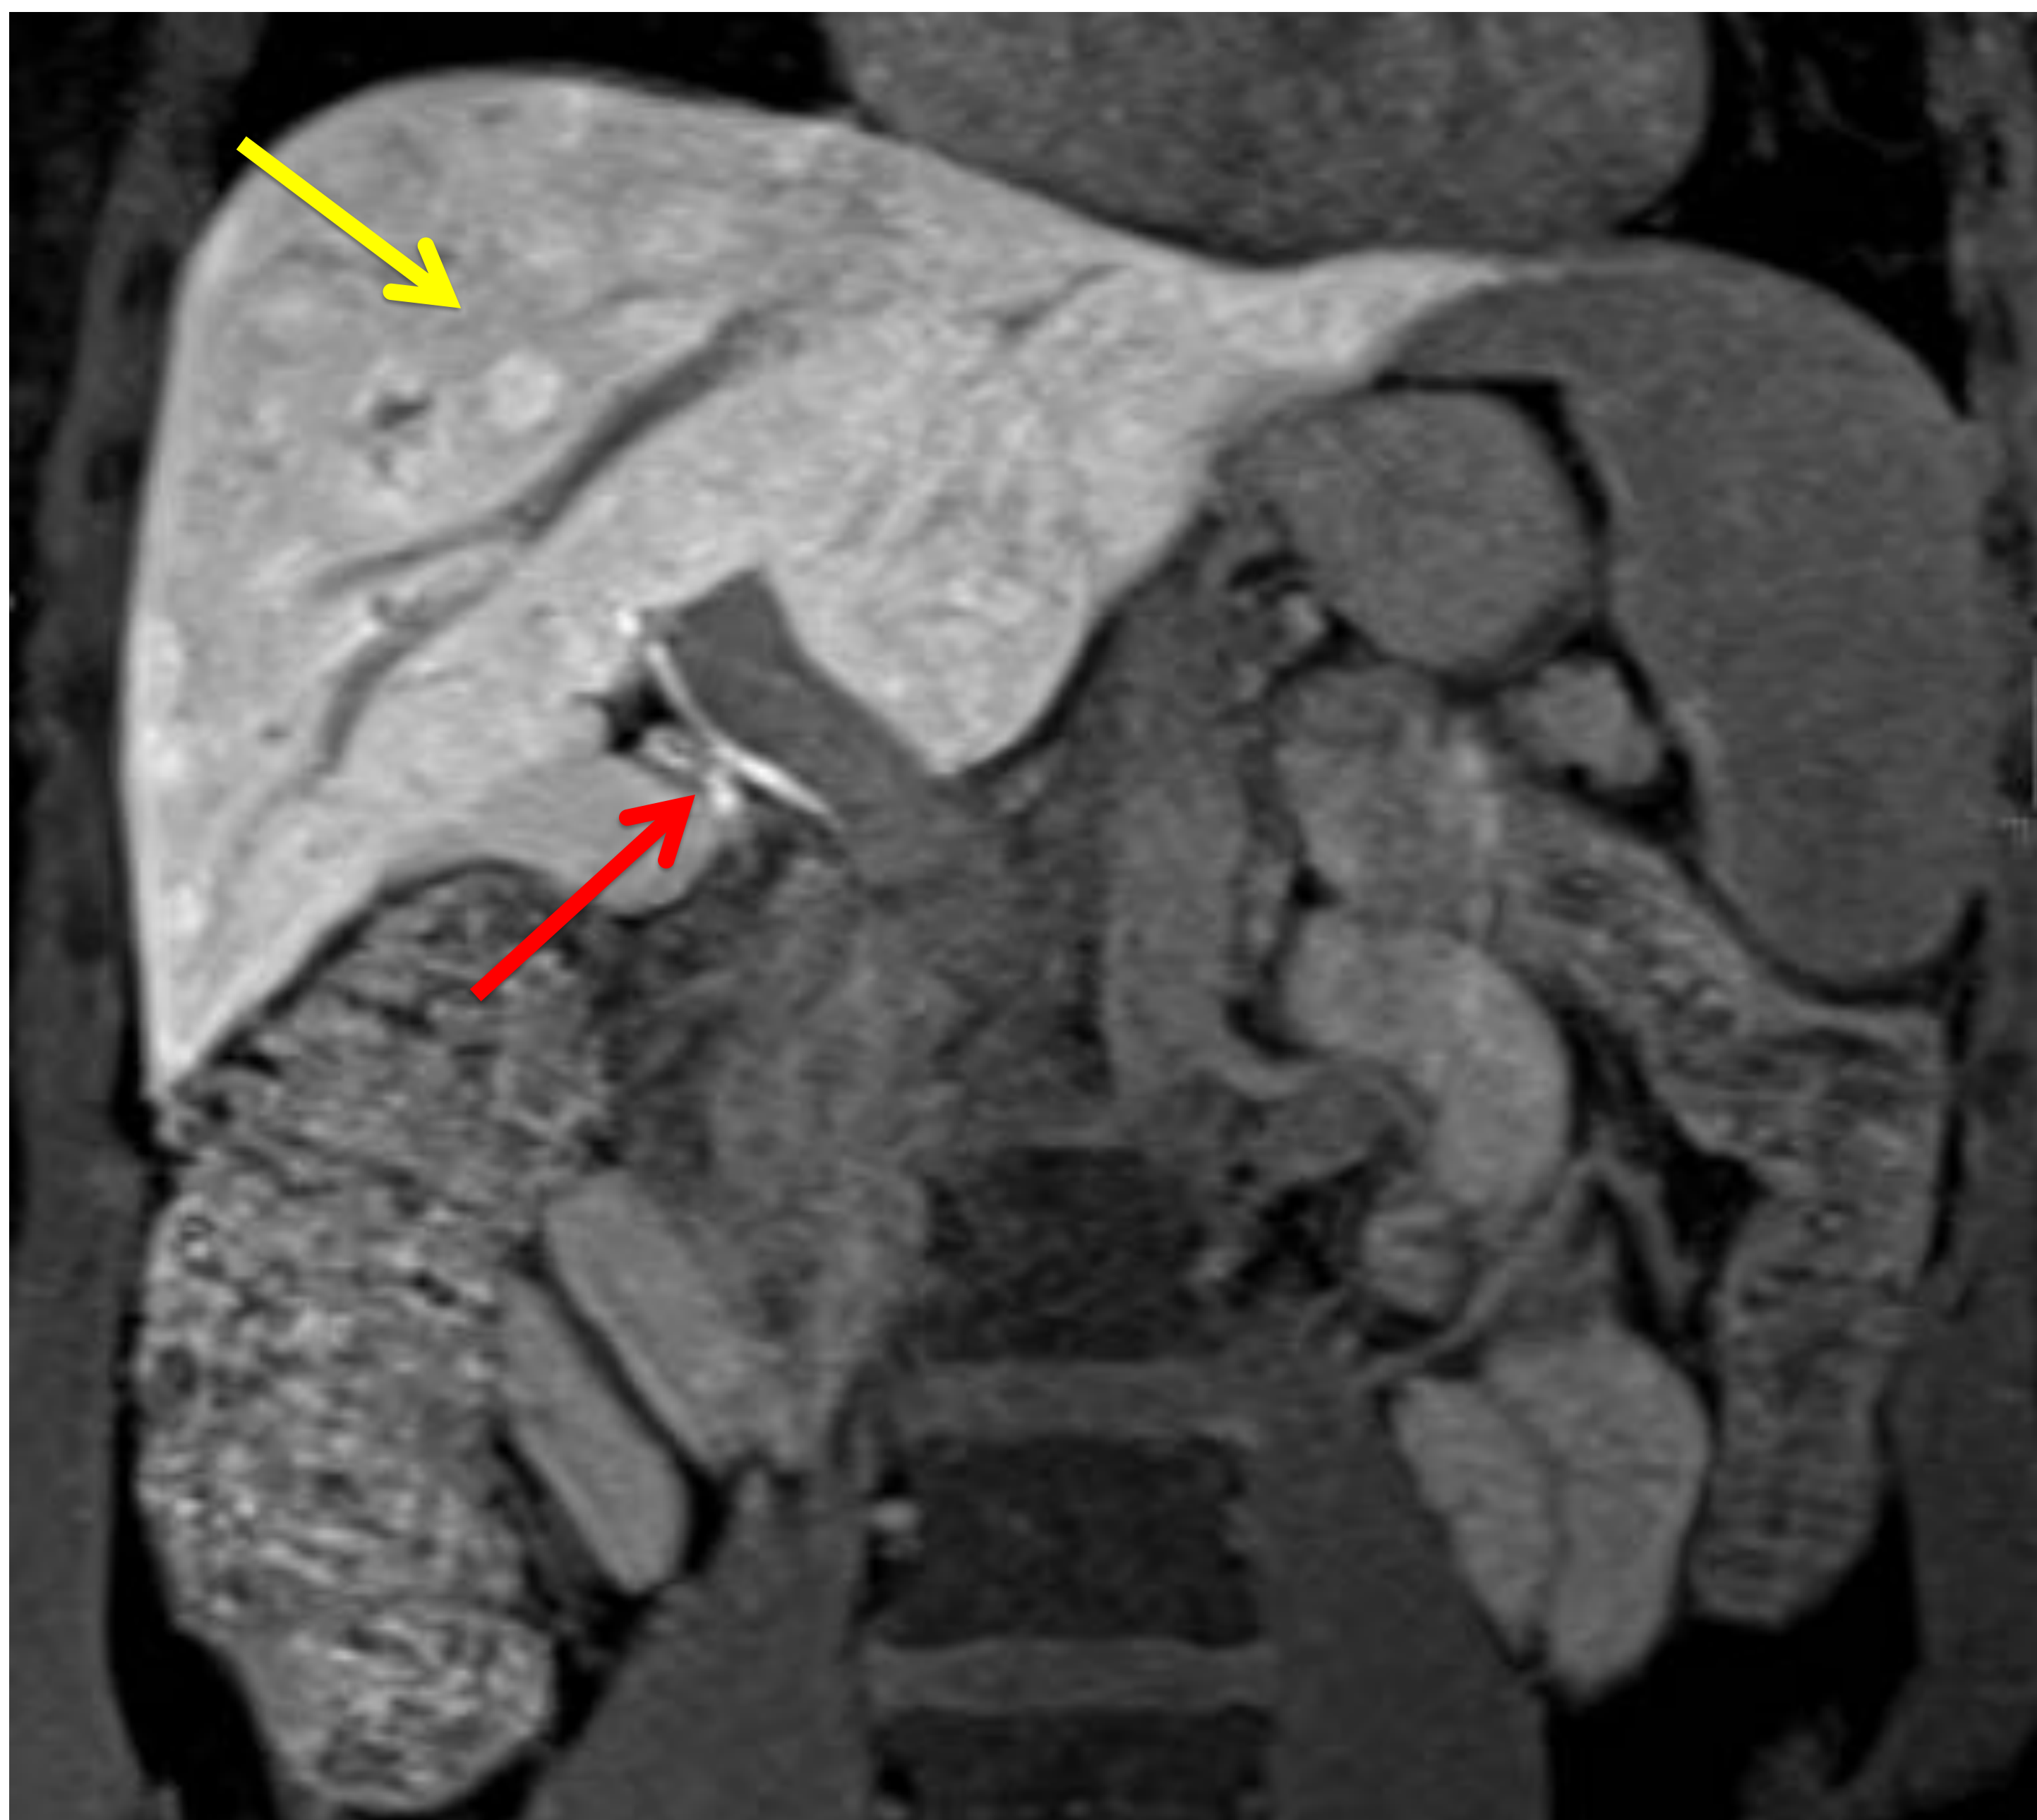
Imágenes de estudio dinámico de RM de hígado tras la administración de contraste basado en gadolinio hepatoespecífico (9mL de Primovist®). Secuencias en fase hepatobiliar (la vía biliar extrahepática se encuentra contrastada, flecha roja). Se observan múltiples lesiones focales hepáticas en ambos lóbulos con cicatriz central que muestran captación mayor que el parénquima hepático (flechas amarillas), lo que sugiere origen hepatocelular y no metastásico (probable hiperplasias nodulares focales múltiples).
